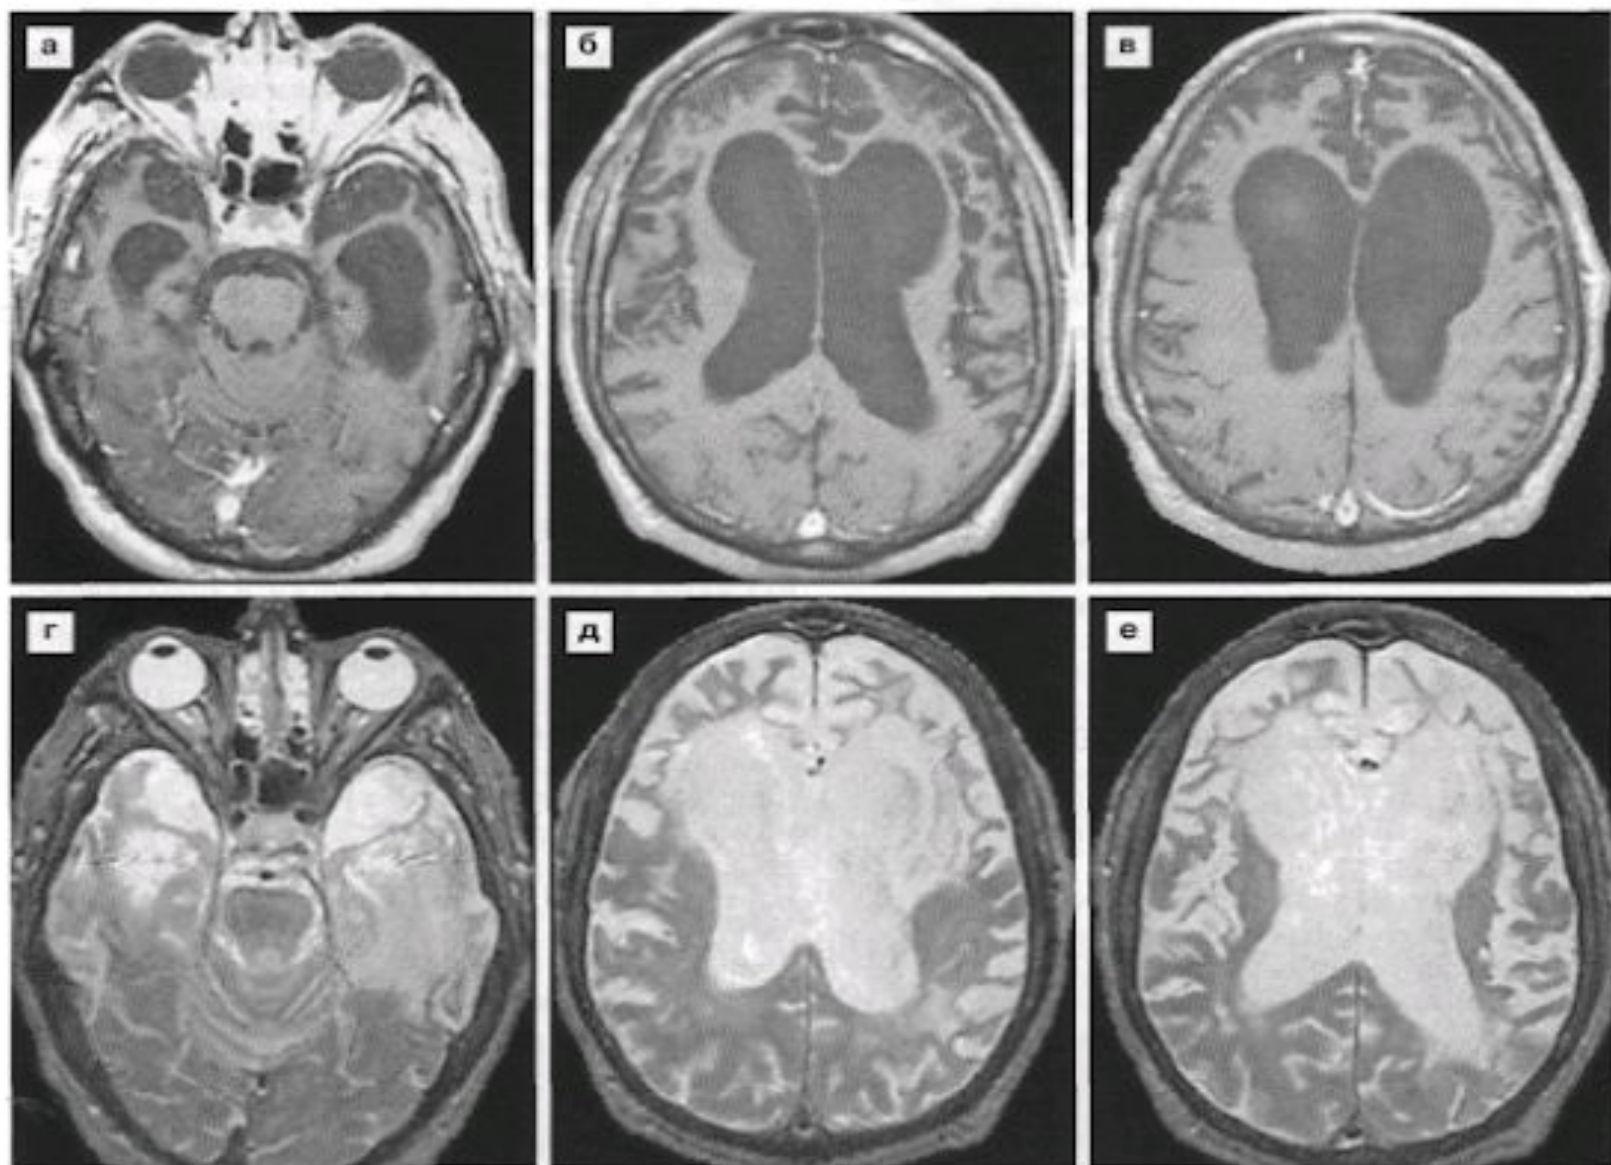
Лобно-височная деменция. Серии томограмм в режимах T1 (а–в) и T2 (г–е) демонстрируют выраженную атрофию извилин лобных, височных и, в меньшей степени, теменных долей с их истончением. Выявляется компенсаторное расширение наружных субарахноидальных пространств этих областей, а также передних и височных рогов боковых желудочков.
